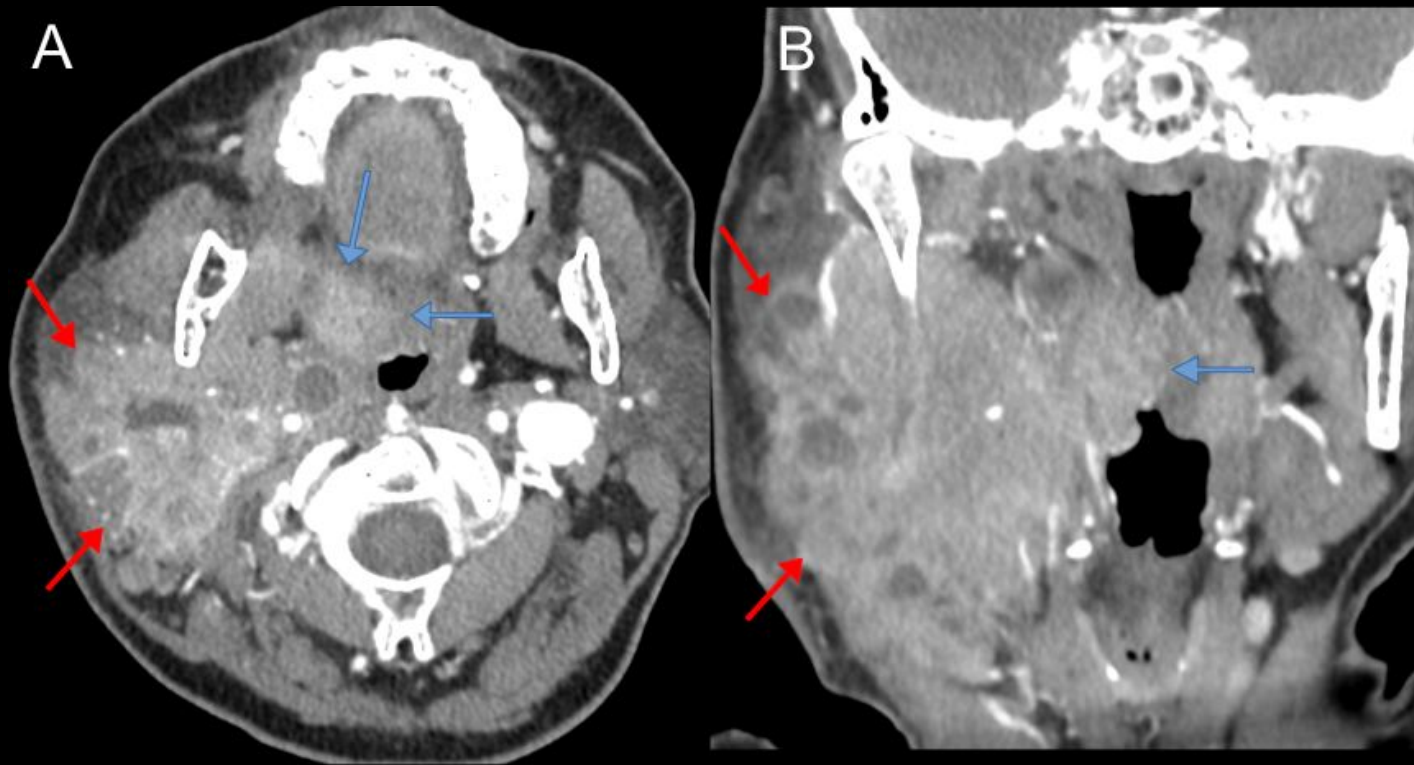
Paciente con carcinoma escamoso de amígdala derecha VPH+. Imágenes axial (A) y coronal (B) de TC de cuello con contraste. Lesión con realce en la amígdala palatina derecha (flechas azules), correspondiente al tumor primario, así como un conglomerado ganglionar mal definido en la glándula parótida derecha (flechas rojas), con pérdida de los planos grasos entre los ganglios linfáticos y las estructuras adyacentes y signos de invasión del músculo esternocleidomastoideo y la glándula parótida, compatible con iENE. Según TNM-8 se habría estadificado como T2N1 (estadio I), pero según TNM-9 sería T2N2 (estadio II).
